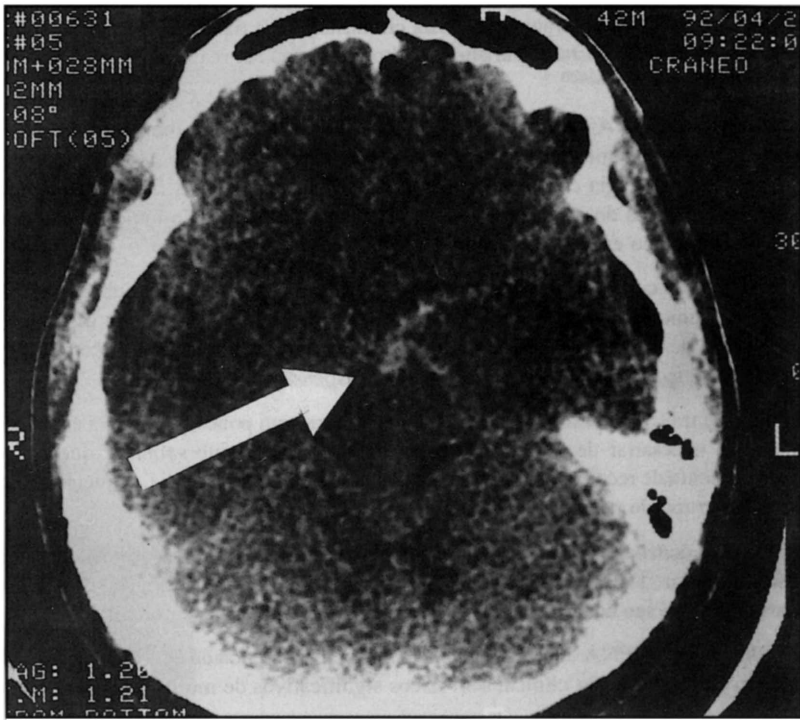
Paciente DPSC. Tomografia computadorizada de crânio (sem contraste) mostrando a presença de hemorragia subaracnóidea na cisterna interpeduncular.
